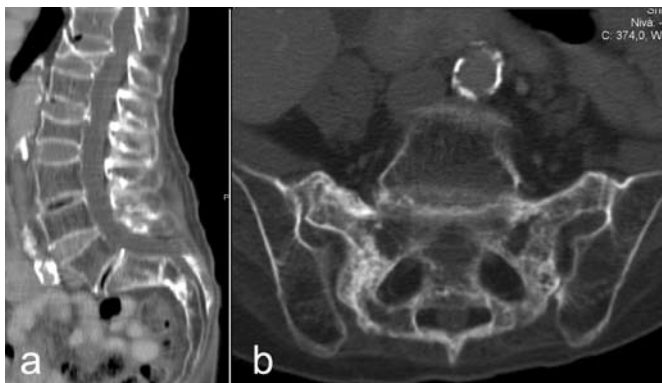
CT buk ett par veckor innan skelettscintigrafi har a) beskrivit kotfrakturer, men man har b) förbisett insufficiensfrakturerna i sacrum.
